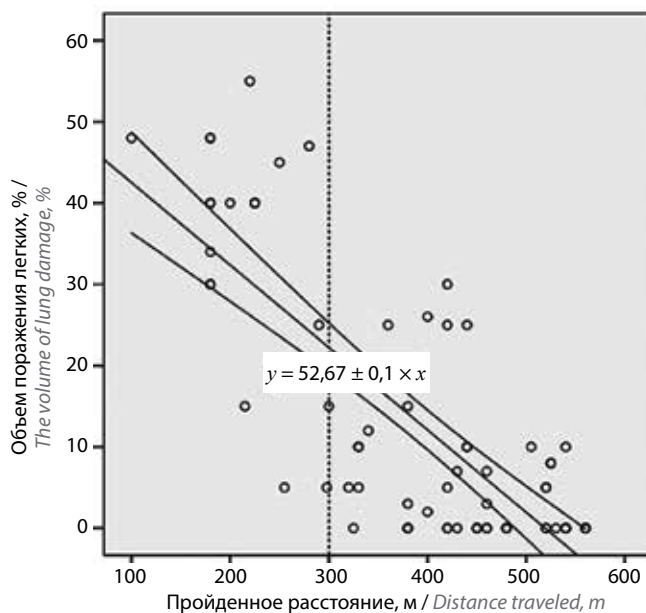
Связь между пройденным расстоянием в тесте 6-минутной ходьбы и объемом поражения легких, по данным компьютерной томографии высокого разрешения
